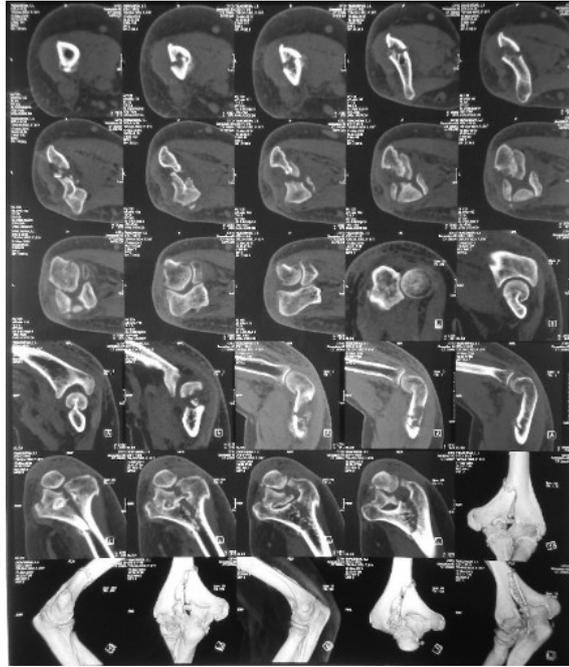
КТ левого плеча
